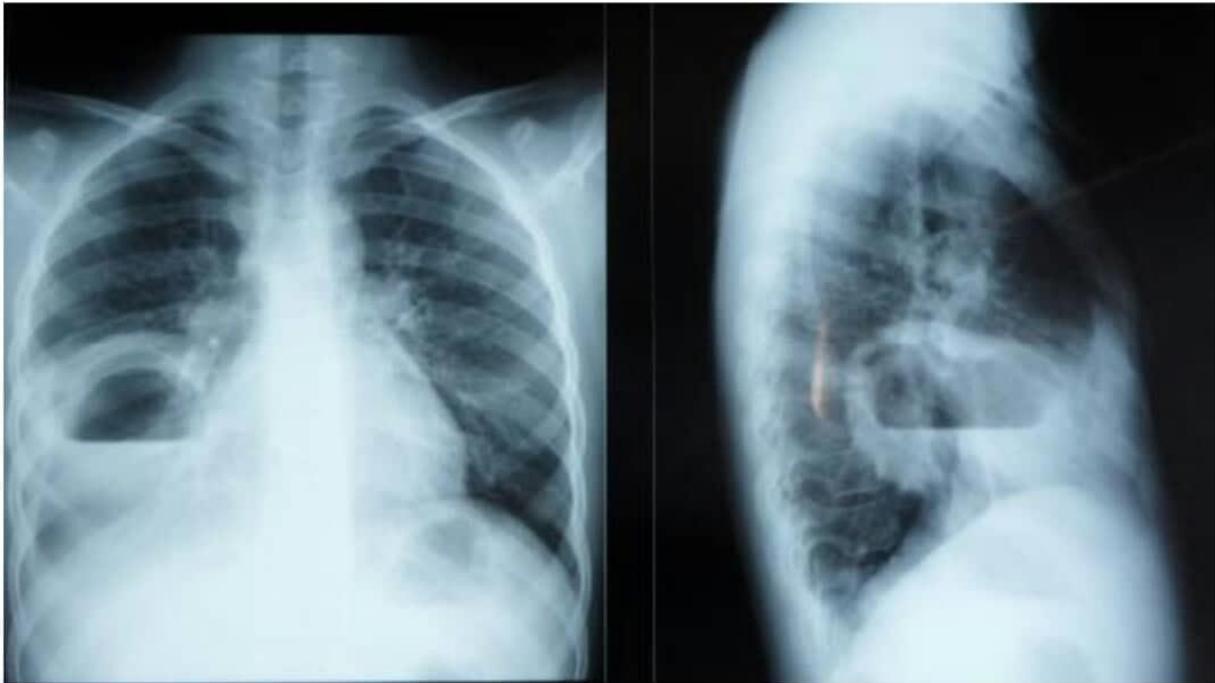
Radiographie du thorax de face et de profile : KHP rompu du lobe moyen dans les bronches avec image hydro-aérique
